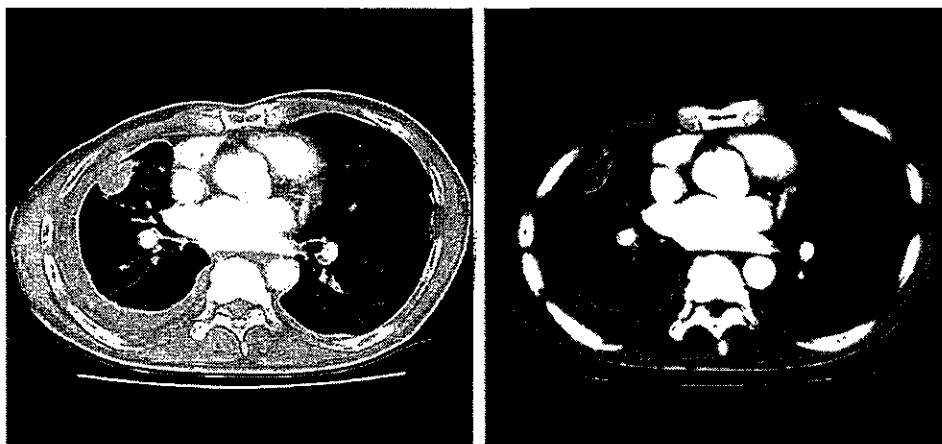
岡山労災病院初診時の胸部CT：右胸膜は全体的に肥厚し軽度不整を伴っていた。また、中葉にはcomet-tail signを伴う円形無気肺も認められたが、左胸膜の変化は軽微でありcrow's feet signが認められたのも右肺のみであった。
